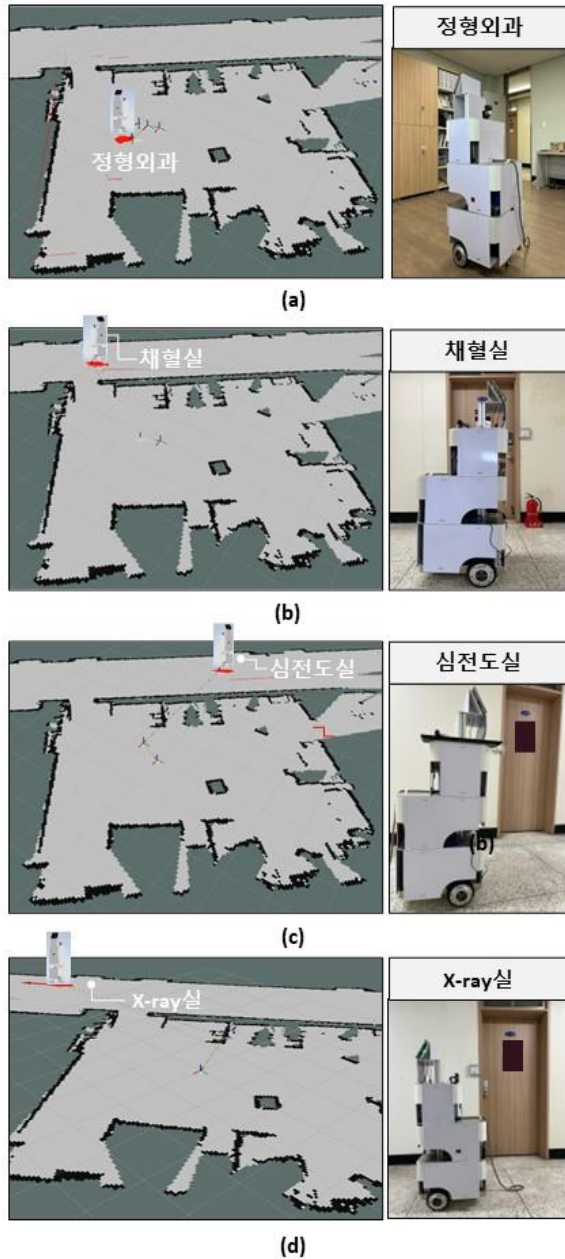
병원 안내 실험 결과. (a) 정형외과, (b) 채혈실, (c) 심전도실, (d) X-ray실로 안내를 수행한 결과이다. 좌측 그림은 ROS Rviz에 나타나는 화면이고, 우측 그림은 목적지에 도착한 로봇의 사진이다.
